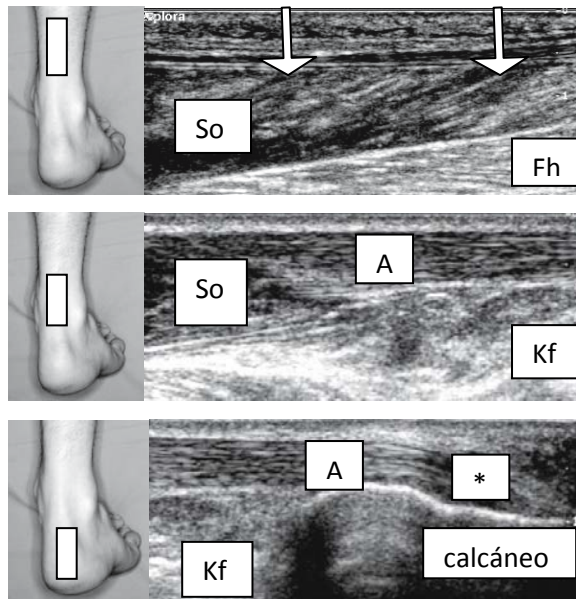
Imágenes de ultrasonido del tendón de Aquiles normal (vista sagital), obtenidas a 12-5 MHz sobre la cara posterior del tobillo muestran el Aquiles tendón (a) en su unión mio-tendinosa, (b) en el tercio medio y (c) en la inserción al calcáneo. El tendón de Aquiles se origina a partir de una aponeurosis (flechas) que cubre la cara posterior del músculo sóleo (SO). Observar la disposición unipenada de las fibras musculares del sóleo y la ubicación periférica de la aponeurosis. Continúan hacia abajo, adelgazándose gradualmente la aponeurosis y se observa también reducción del volumen del sóleo. Se encuentra el Flexor largo del dedo gordo muscular (FHL). b. A continuación de la unión del sóleo (SO), el tendón de Aquiles normal, (A) muestra uniforme espesor y ecotextura fibrilar y la posterior el espacio de la grasa de Kager (KFS). c. En la inserción del tendón de Aquiles (A) al calcáneo puede ser ligeramente hipoeoica (asterisco) como resultado de la anisotropía porque las fibras del tendón cambian desde una posición horizontal a una alineación más vertical cuando se acercan su inserción. Kfs, el espacio de la grasa de Kager. Las fotografías en la parte superior izquierda de la figura indican posicionamiento de la sonda. Adaptado de “Ankle”, por C. Martinoli, y S. Bianchi, 2007. S. Bianchi, C. Martinoli, L.E. Derchi. *Ultrasound Of the Musculoskeletal System*. Heidelberg, New York. Springer. (p. 794).
